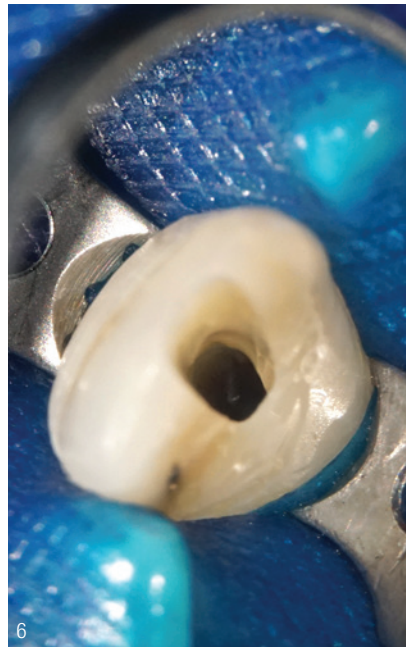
Diagnostisches Röntgenbild in 2019 – Zahn 11 und 21; unterschiedlich weite Wurzelkanäle und unterschiedlich ausgeprägtes Wurzelwachstum der beiden Zähne mit weit offenem Apex des Zahnes 11 und periapikaler Aufhellung. Abb. 6: Intraorales Foto nach Trepanation ohne Blutung aus Kanal. Abb. 7: Röntgenmessaufnahme mit eingebrachtem gekürzten CHX-Point und medikamentöser Einlage. Abb. 8: Röntgenkontrolle Downpack (nach Abnahme des Kofferdams und provisorischem Cavit™-Verschluss). Abb. 9: Röntgenkontrolle der Wurzelfüllung und des Stiftes. Abb. 10: Röntgenkontrolle der Wurzelfüllung und des Stiftes mit fortgeschrittener Heilung des periapikalen Gewebes.
